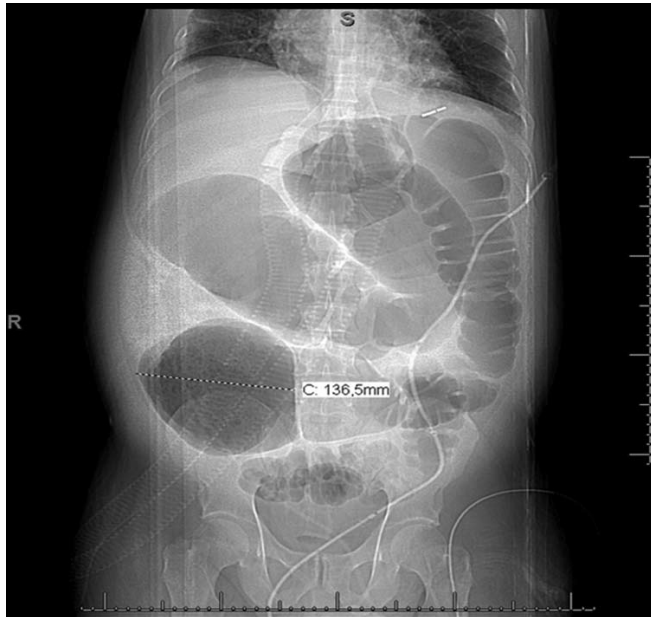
Tomografia computadorizada (panorâmica) de abdome de paciente com Síndrome de Ogilvie, que mostra dilatação aguda do colon, inclusive com dilatação de 13,6 cm do ceco.
